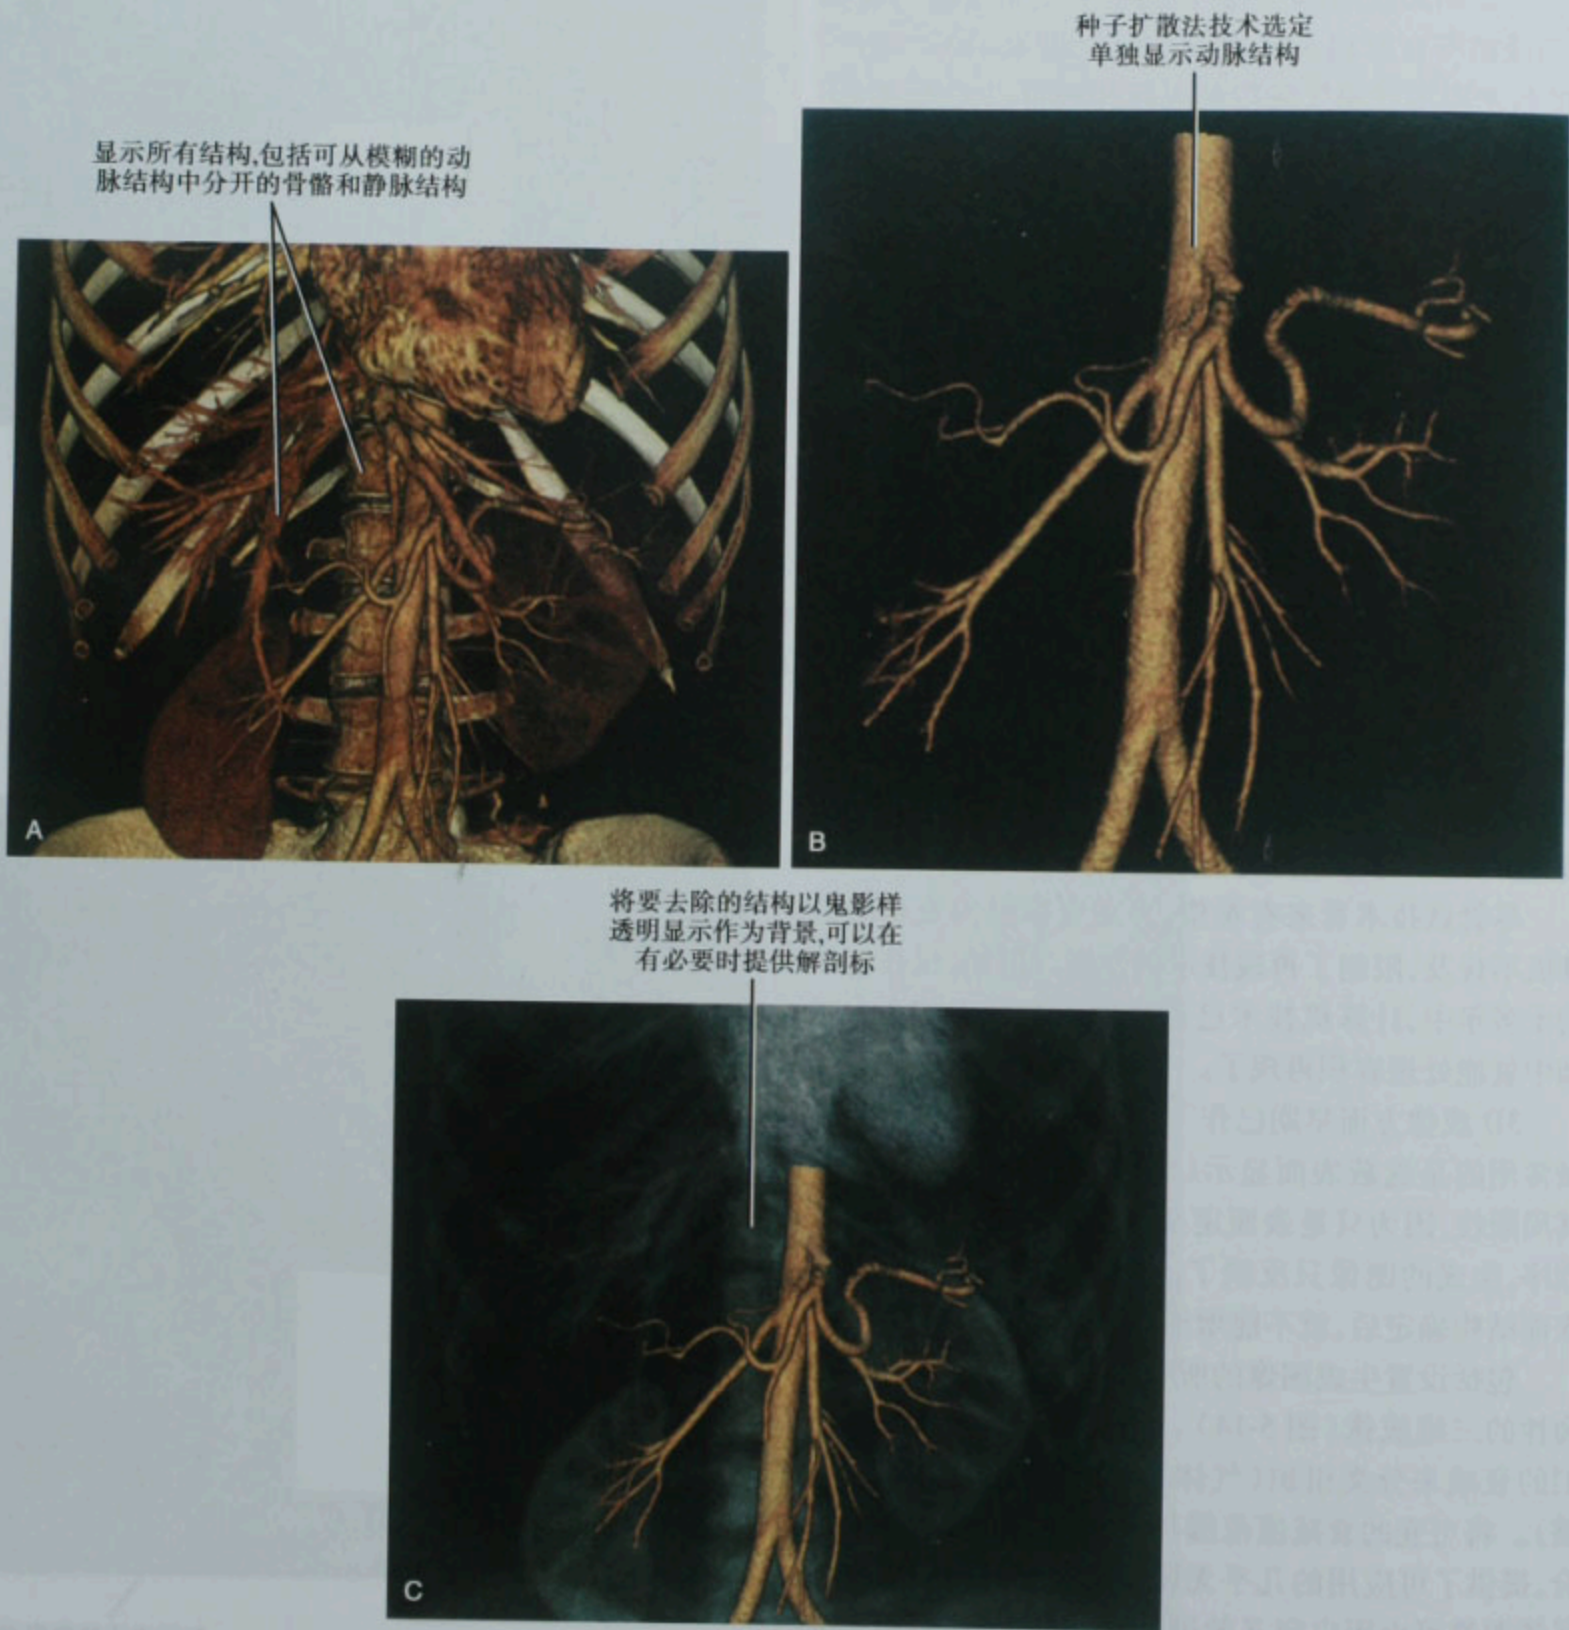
应用区段分离解剖结构。腹部 CTA 的正交容积再现显示了所有的容积数据(A),用种子扩散法技术单独显示动脉结构(B),原始去除数据以透明方式表现(C)
